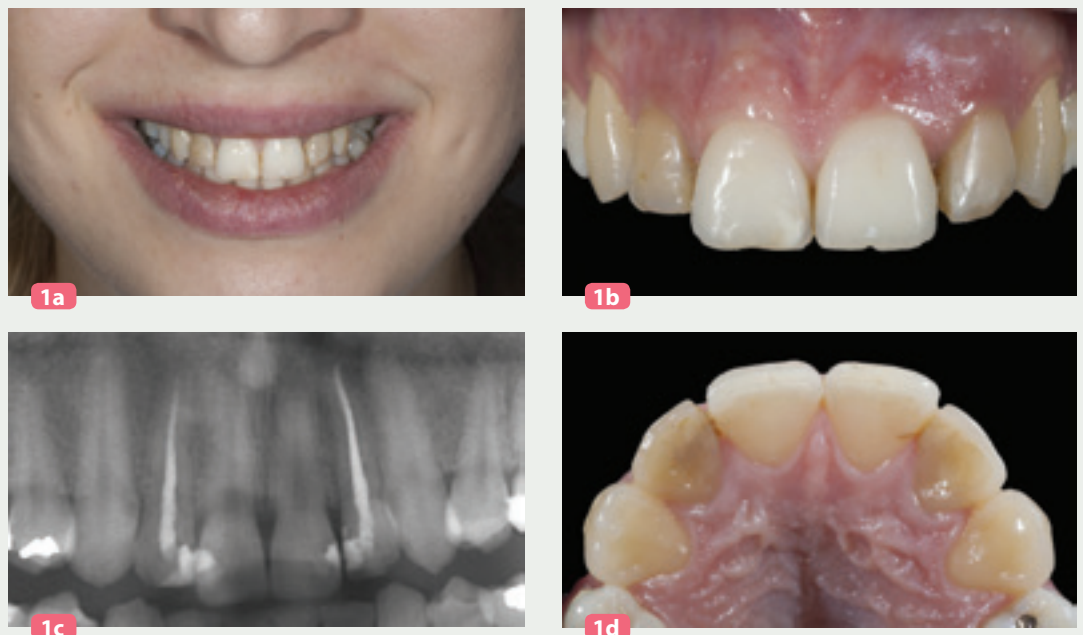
le sourire initial de cette jeune patiente âgée de 27 ans laisse apparaître une dysharmonie chromatique (a). Les examens cliniques intra-buccaux (b) et radiographiques (c) permettent d'identifier l'étiologie de ces dyschromies comme étant liée à des traitements endodontiques anciens sur 12 et 22.
